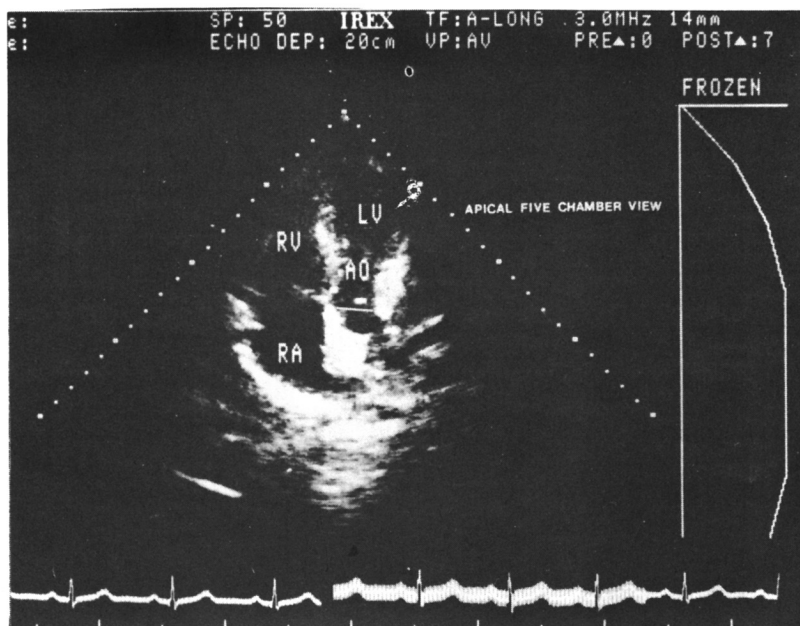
Apical five chamber view used for measuring the diameter of aorta in systole.
